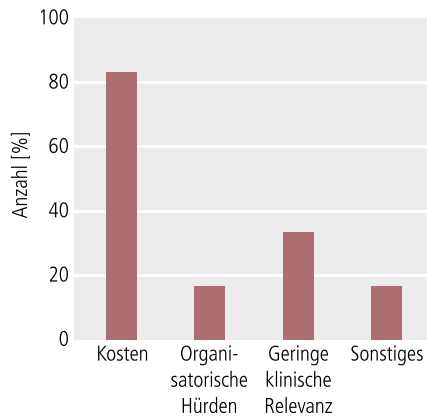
Gründe gegen TDM
